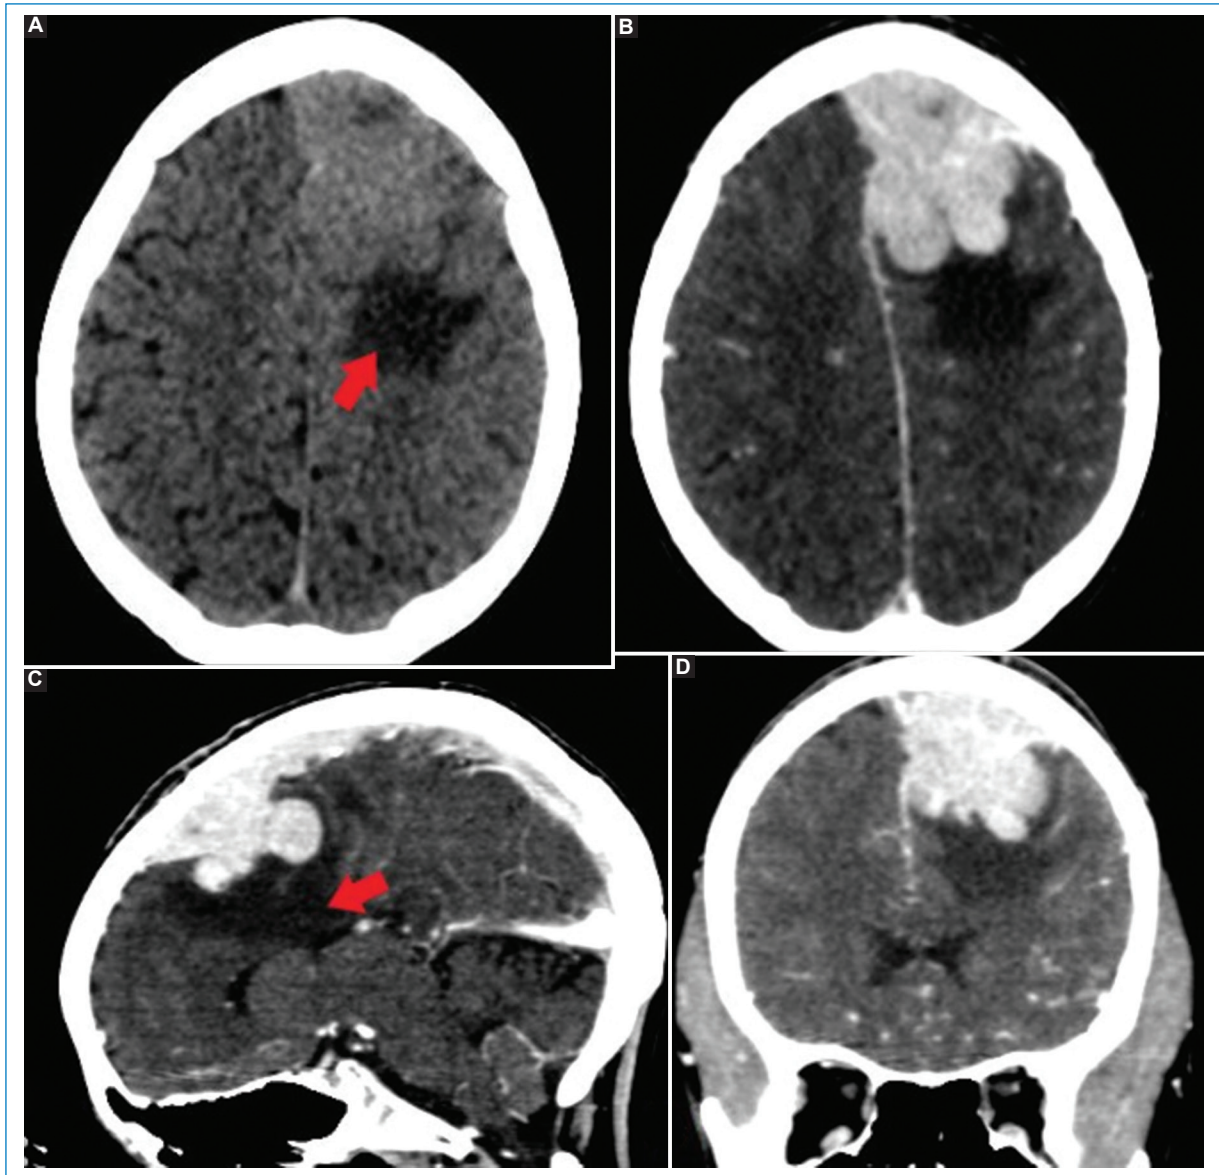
TC de cerebro. A: plano axial, presenta imagen hiperdensa, lobulada, en lóbulo frontal izquierdo con signos de edema perilesional (flecha roja). B, C y D: planos axial, sagital y coronal respectivamente. Se muestra una lesión ocupante de espacio, que impresiona de origen extraaxial y genera desplazamiento de la línea media, con marcado realce tras la administración del contraste yodado endovenoso.
